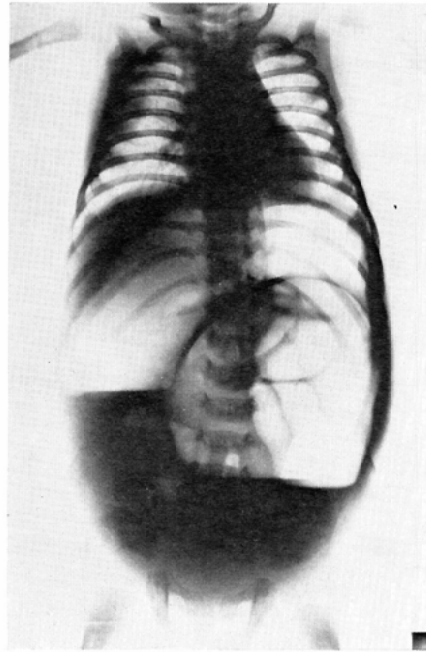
Hirschsprung's disease, 1-day-old female baby; plain film in upright position
